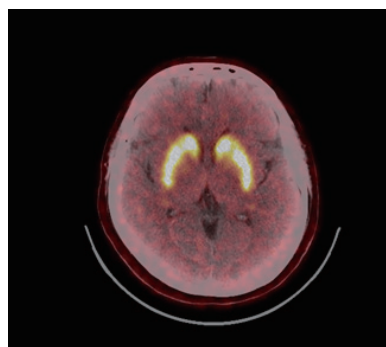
FP-CIT Brain PET, No evidence of dopaminergic degeneration in both basal ganglia
